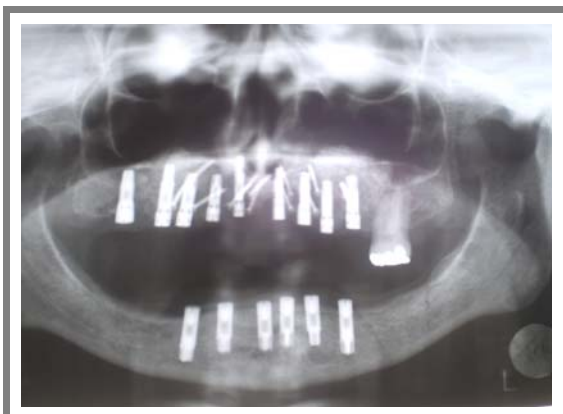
Radiografia dos implantes instalados
